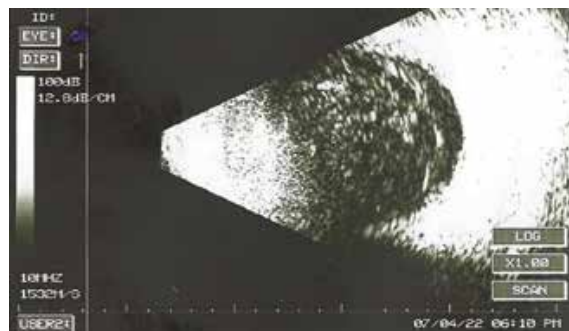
УЗИ правого глаза
